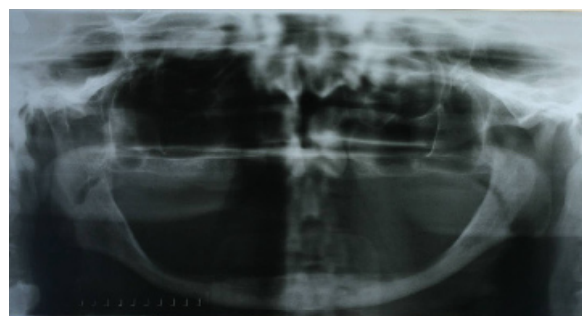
Radiografia Panorâmica Inicial: reabsorção óssea severa.
